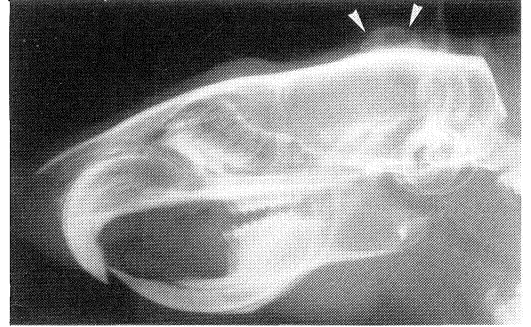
Roentgenogram of a day-28 implant of single subperiosteal injection. The mass increases in radiopacity.
